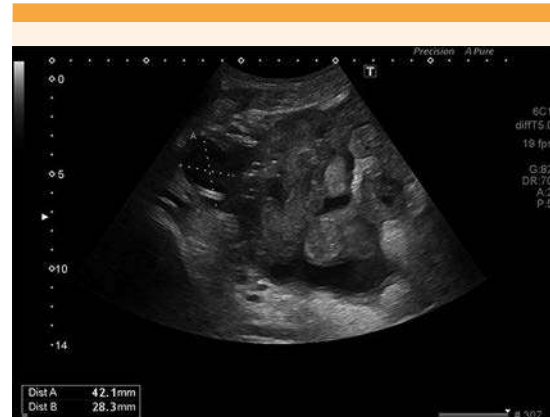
Ecografía de control el séptimo día después del drenaje percutáneo. Se observa un hematoma de menor tamaño que al ingreso hospitalario (42 x 28 mm). La imagen muestra las asas intestinales distendidas adyacentes.
